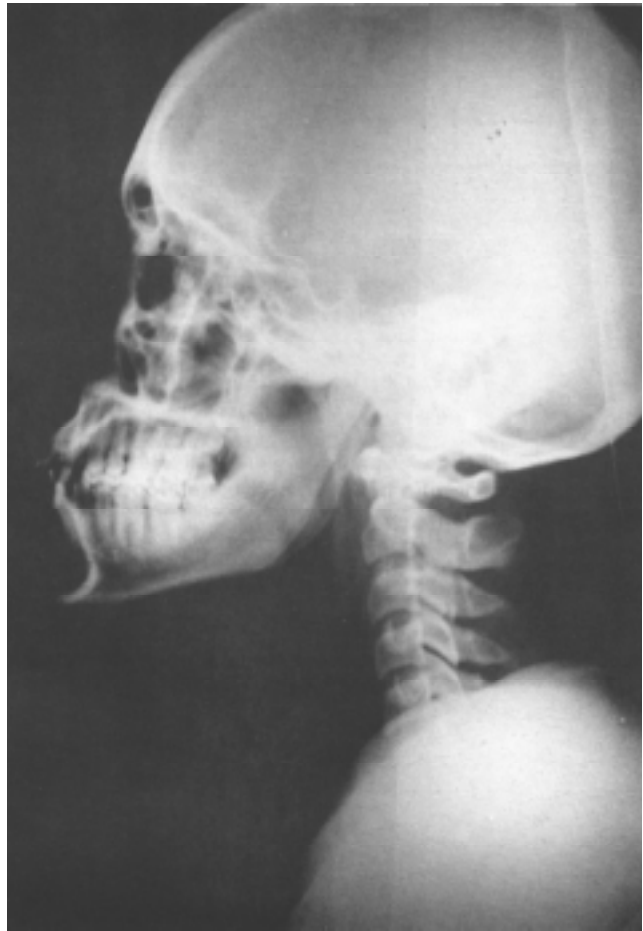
Radiografía lateral de columna cervical. Obsérvese la columna de aire prevertebral sin presencia de esquirlas metálicas.
